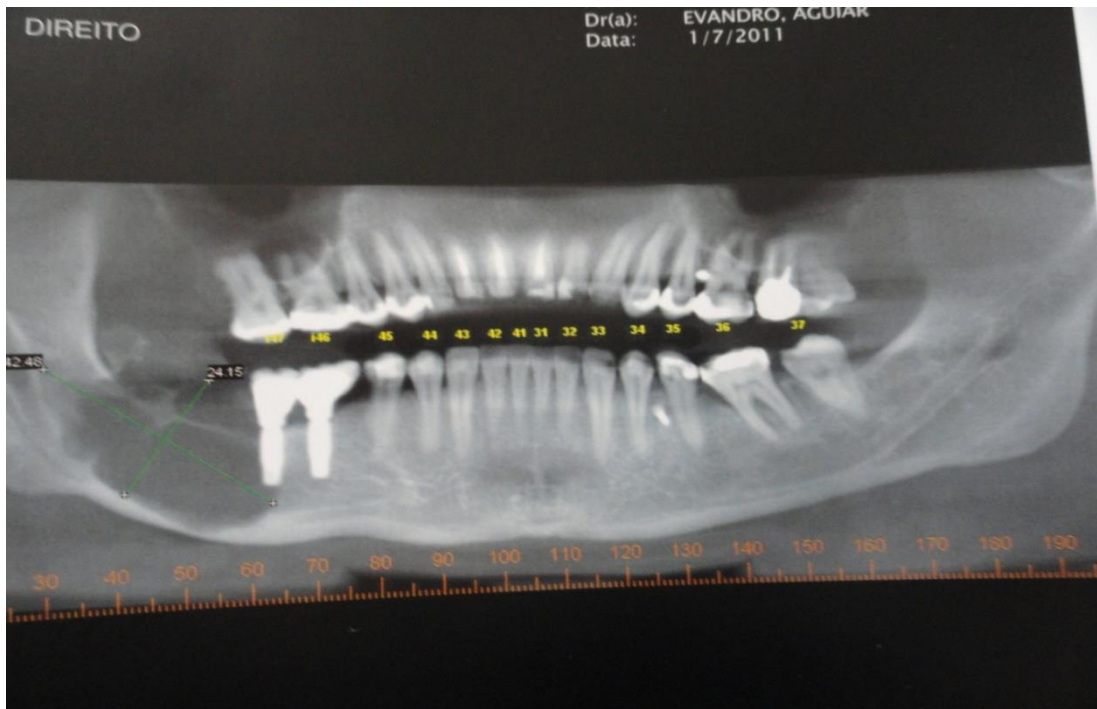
Imagens mostram área de recidiva de ameloblastoma, tomografia computadorizada realizada no dia 01-07-2011
